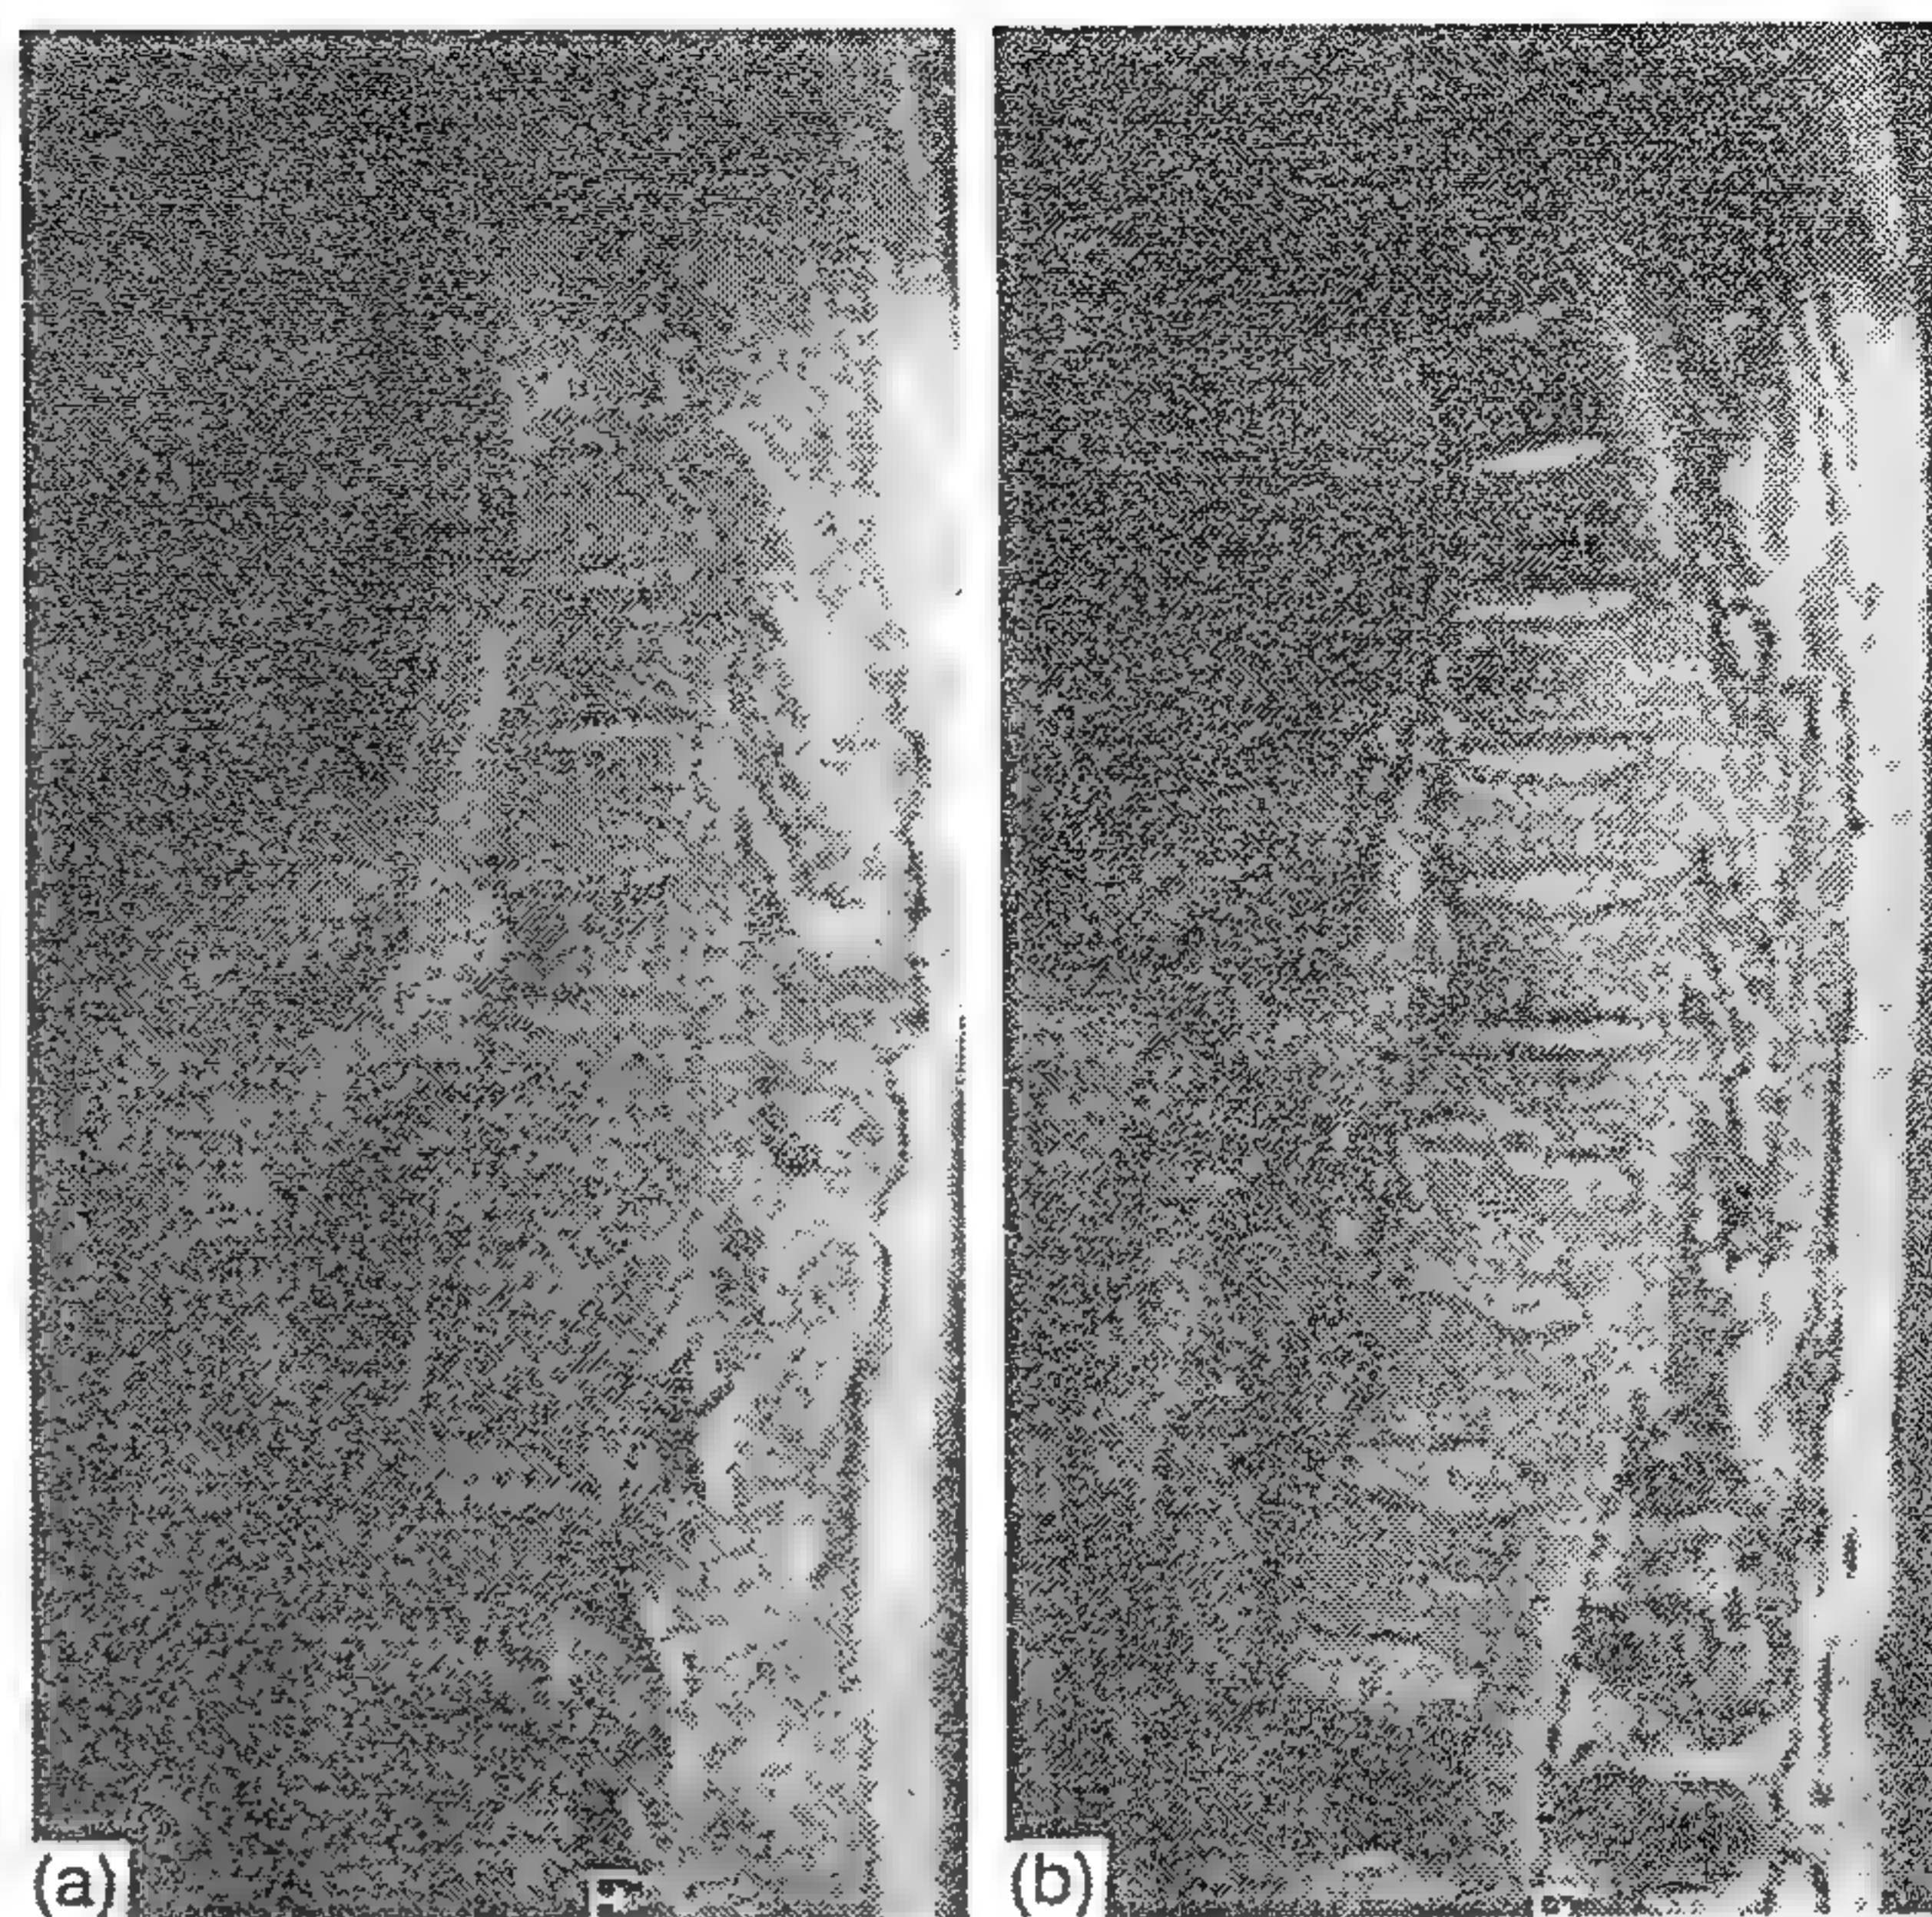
Imagini RMN la un pacient cu metastaze prostatice extinse: a - imagine în gradient de ecou; b - imagine în gradient de ecou și discordanță de fază. Măduva spinală normală apare ca o arie de semnal scăzut (neagră); ariile cu semnal înalt reprezintă invazia metastatică.
